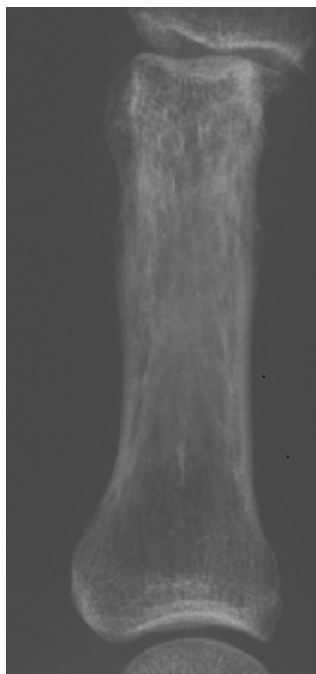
Immagine radiografica della falange.
